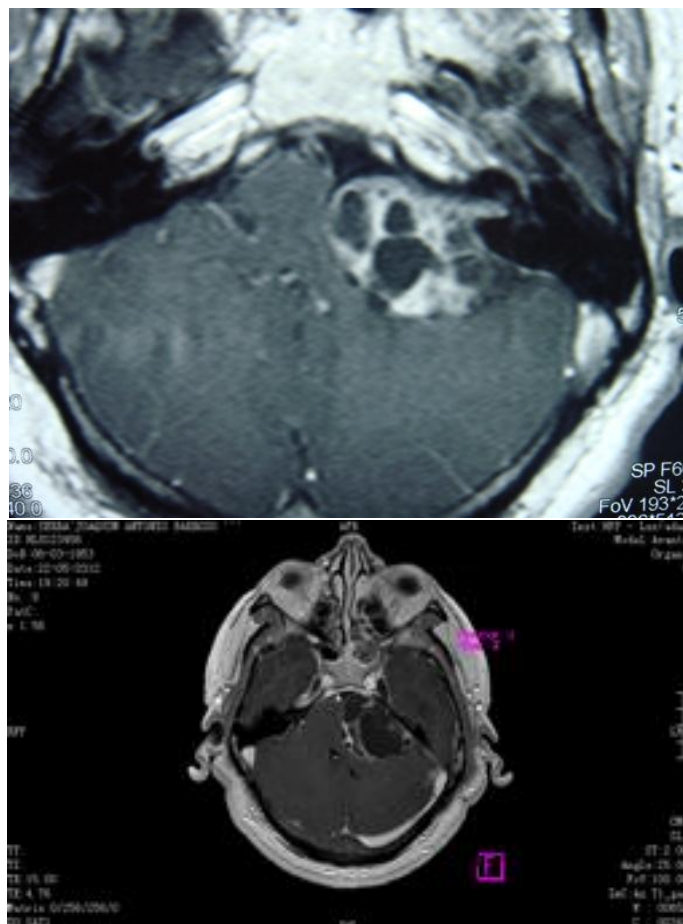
CASO 7: Schwannoma vestibular quístico do ângulo ponto-cerebeloso esquerdo (RM gadolínio EV, T1 corte axial). Primeira Imagem: Pré-operatório em 2008. Segunda Imagem: Recidiva tumoral; pré-operatório de 2014.
